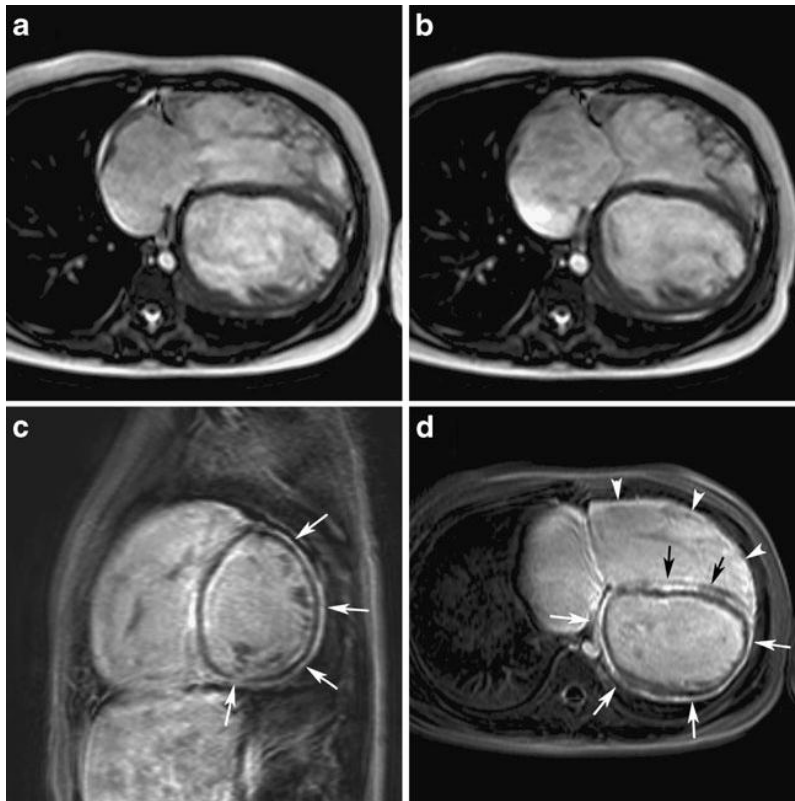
Extreme form of dilated cardiomyopathy in an 11-yearold girl involving both ventricles, and clinically presenting with severe symptoms of heart failure. SSFP cine MR image in the axial plane at end-diastole (a) and end-systole (b). Late gadolinium enhancement (LGE) MRI in the midventricular short-axis plane (c) and axial plane (d). LGE MRI shows diffuse strong subepicardial enhancement in the LV (white arrows in c, d), along the subendocardium of the RV (black arrows) (d), and of the RV free wall (white arrowheads) (d). Unfortunately the patient died while on the waiting list for a cardiac transplant ²⁶¹.
